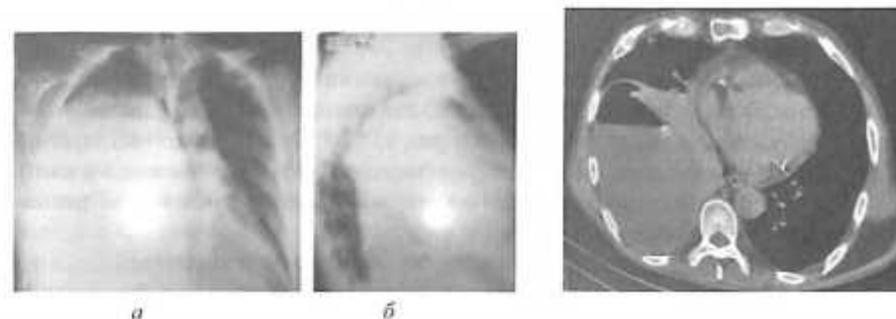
Рентгенограмма грудной клетки при гигантском эхинококкозе легких.
